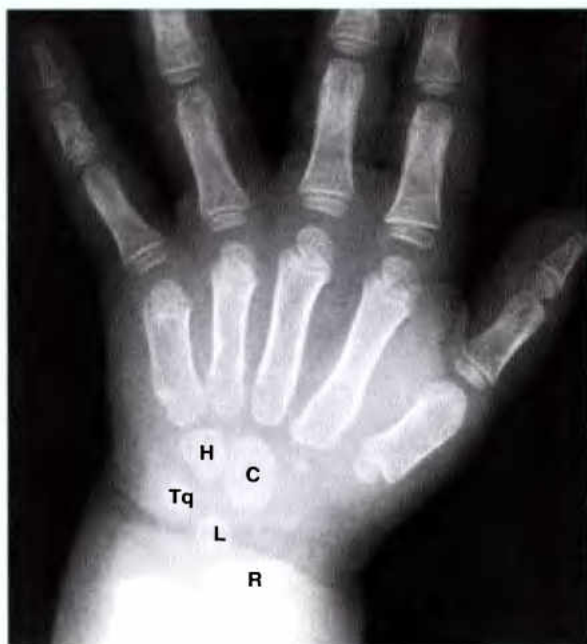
Radiographie du poignet et de la main droite. A. Cette vue latérale montre la main d'un adulte ; (Avec l'aimable permission du Dr. E. L. Lansdown, Professeur d'Imagerie Médicale, Université de Toronto, Toronto, Ontario, Canada).
